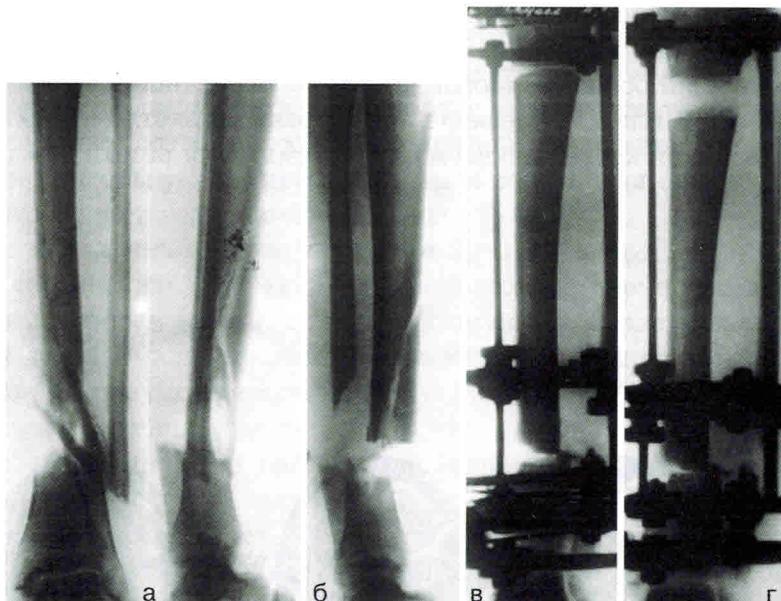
Рентгенограммы левой голени больного Г.
